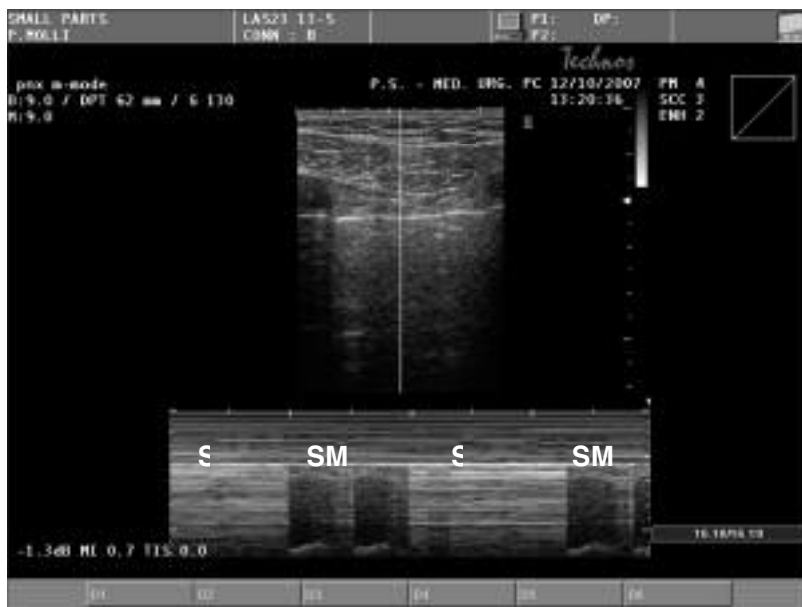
Immagine ecografica M-mode di un Pnx. La scansione è stata effettuata in prossimità del lung-point: si noti l'alternanza di "stratosfera" (S) e "spiaggia-mare" (SM).
